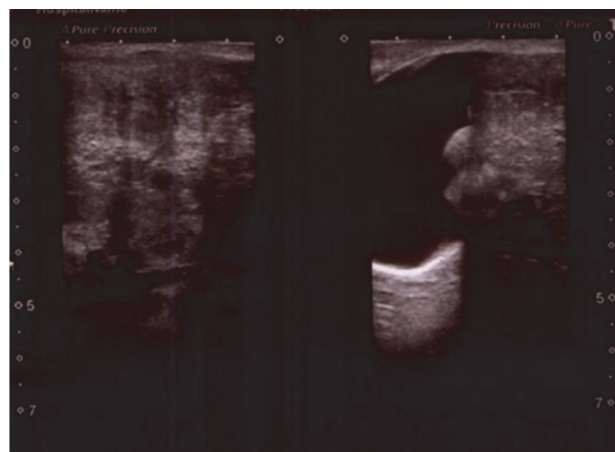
Ultrasonography of the right testis shows heterogeneous lesions measuring 60 mm×40 mm in size.
